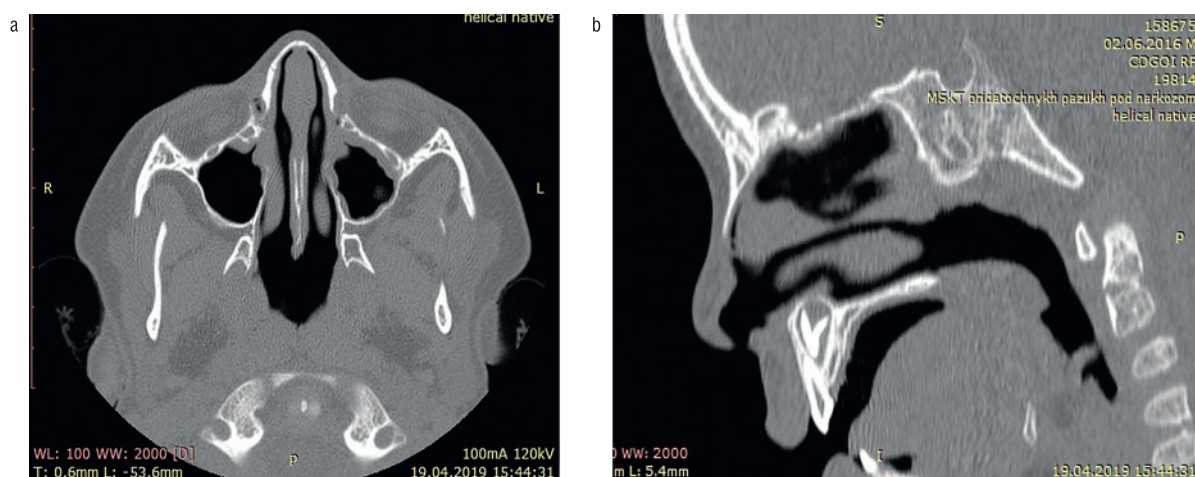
Компьютерная томография околоносовых пазух и носоглотки через 2 месяца после операции
